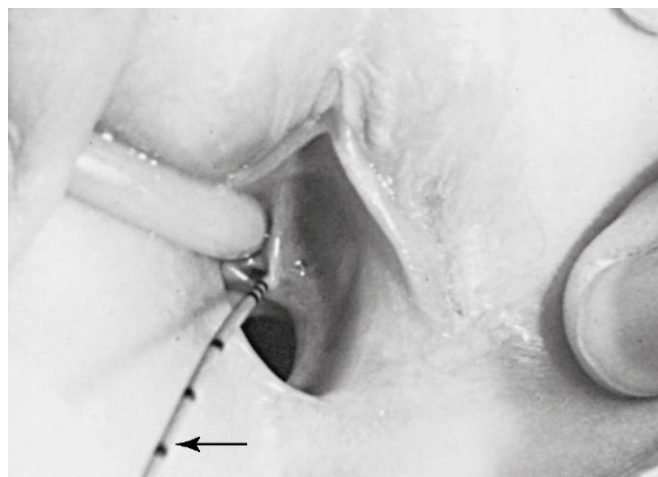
Uréter ectópico en una niña pequeña. El uréter entra en el vestíbulo de la vagina, en la proximidad del orificio uretral externo. A través del orificio uretral, se ha introducido en el uréter ectópico un fino catéter uretral con marcas transversales. La niña presentaba un patrón miccional normal y tenía pérdidas constantes de orina. (Tomado de Behrman RE, Kliegman RM, Arvin AM, eds.: *Nelson Textbook of Pediatrics*, 15.ª ed. Filadelfia, WB Saunders, 1996.)
